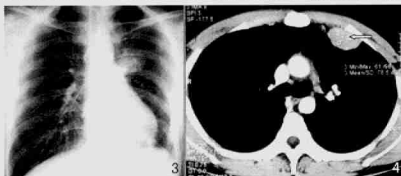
例 2 胸部 X 线片示第 2 前肋水平、心脏左旁 $4 \text{ cm} \times 4 \text{ cm}$ 孤立圆形阴影,边缘光滑 图 4 胸部 CT 示左前纵膈靠近第 2 肋软骨结合部 $4 \text{ cm} \times 2 \text{ cm}$ 肿块(↑),紧贴壁层胸膜
